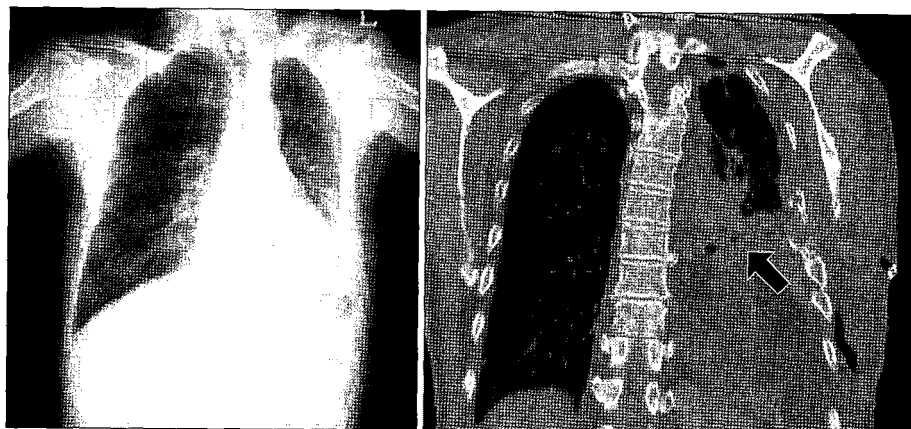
Post operative chest PA (Left) and chest CT coronal section (Right). In chest CT finding, the arrow showed reconstructed silicon sheeting for diaphragm.
